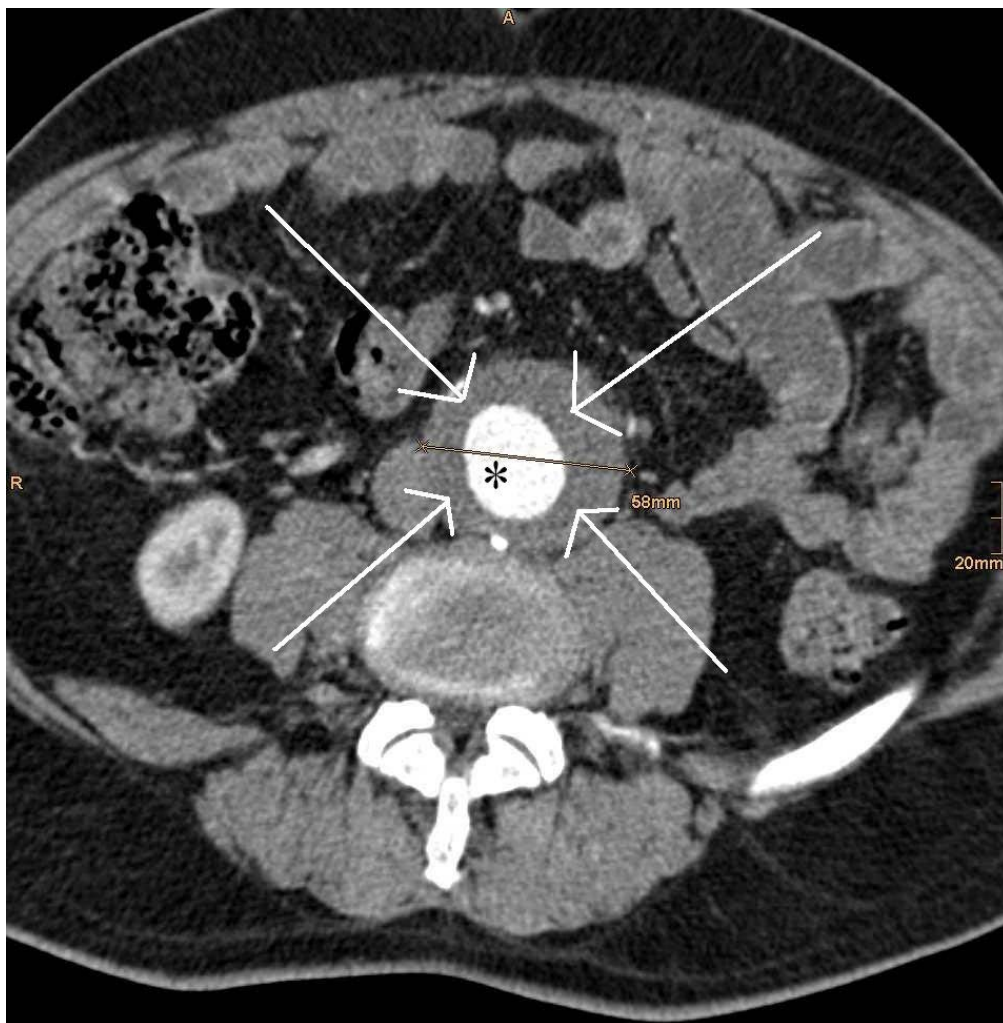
Kontrastmittel-verstärktes CT eines Aneurysmas der infrarenalen Aorta. Man erkennt das perfundierte Lumen (*) und den wandständigen Thrombus (Pfeile). Der Aneurysmadurchmesser beträgt 58mm.
